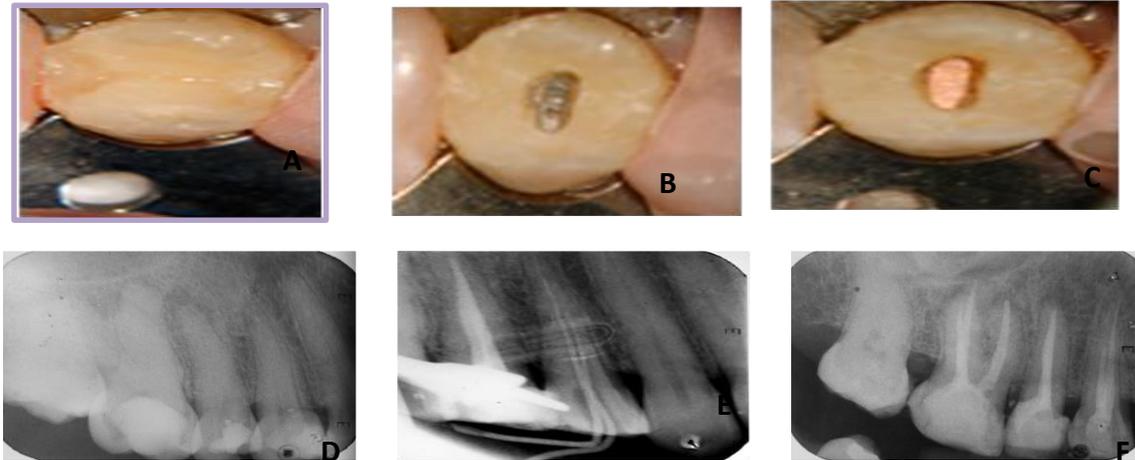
A observamos la fotografía inicial, en B acceso a conductos radiculares; C presenta conductos obturados con gutapercha, en D radiografía de diagnóstico, E prueba de conos, F radiografía del tratamiento endodóntico terminado.
